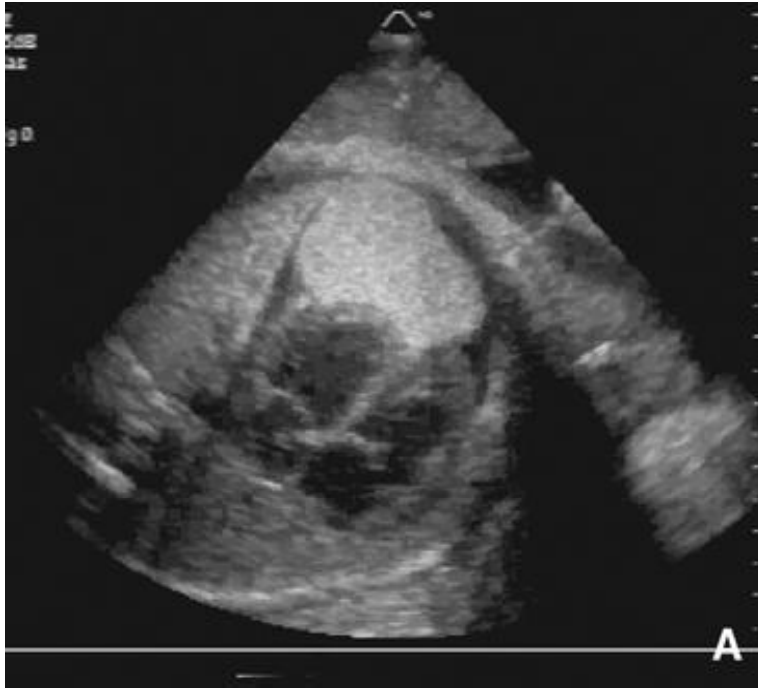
échographie anténatale : Fibrome. Tumeur à développement intramyocardique excentrique, enchâssée dans la pointe du ventricule gauche et débordant sur la pointe du ventricule droit dépistée à 6 mois de grossesse. Extrasystolie ventriculaire à la naissance ; aucune intolérance fonctionnelle. Antécédent du père décédé après intervention d'une tumeur cérébrale. [9]
